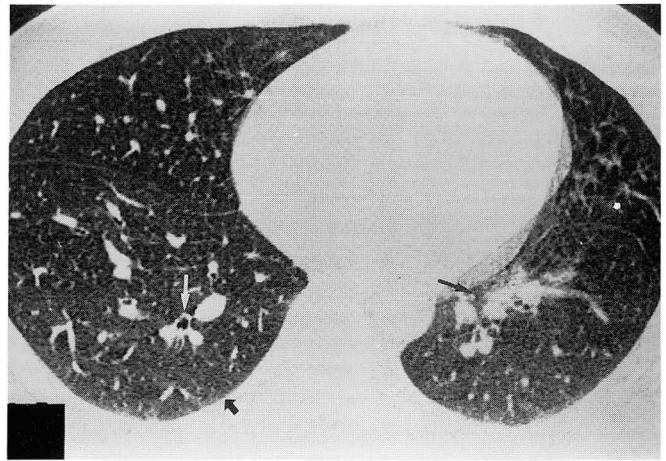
High-resolution CT scan shows secondary pulmonary interlobular septal thickening (long arrow), groundglass opacity (white arrow) and small amount of pleural effusion (short arrow).
